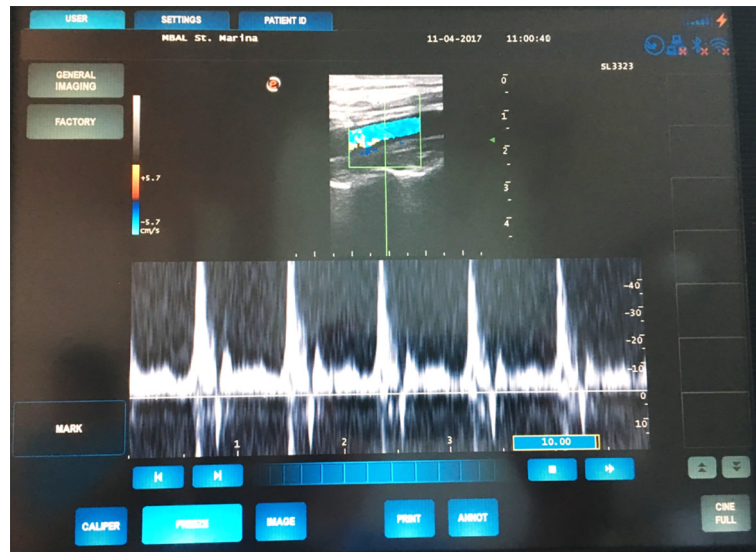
Postoperative Doppler echocardiography at discharge. A patent bypass and a very good Doppler sonogram are observed
